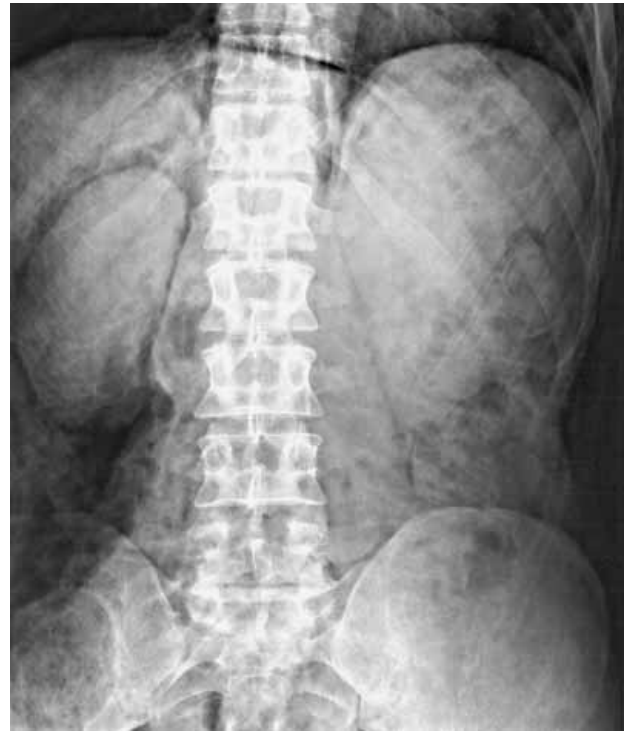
Обзорная прямая рентгенограмма брюшной полости. Разрыв двенадцатиперстной кишки. Свободный газ в забрюшинном пространстве определяется вокруг правой почки.
